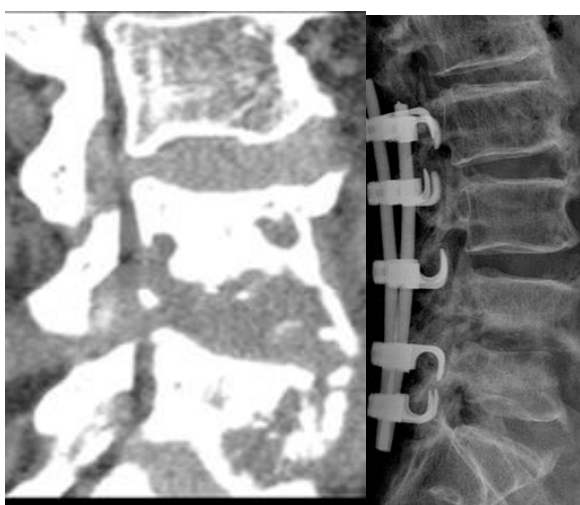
Пример до и послеоперационной КТ, сагиттальная проекция. Крючковая фиксация
